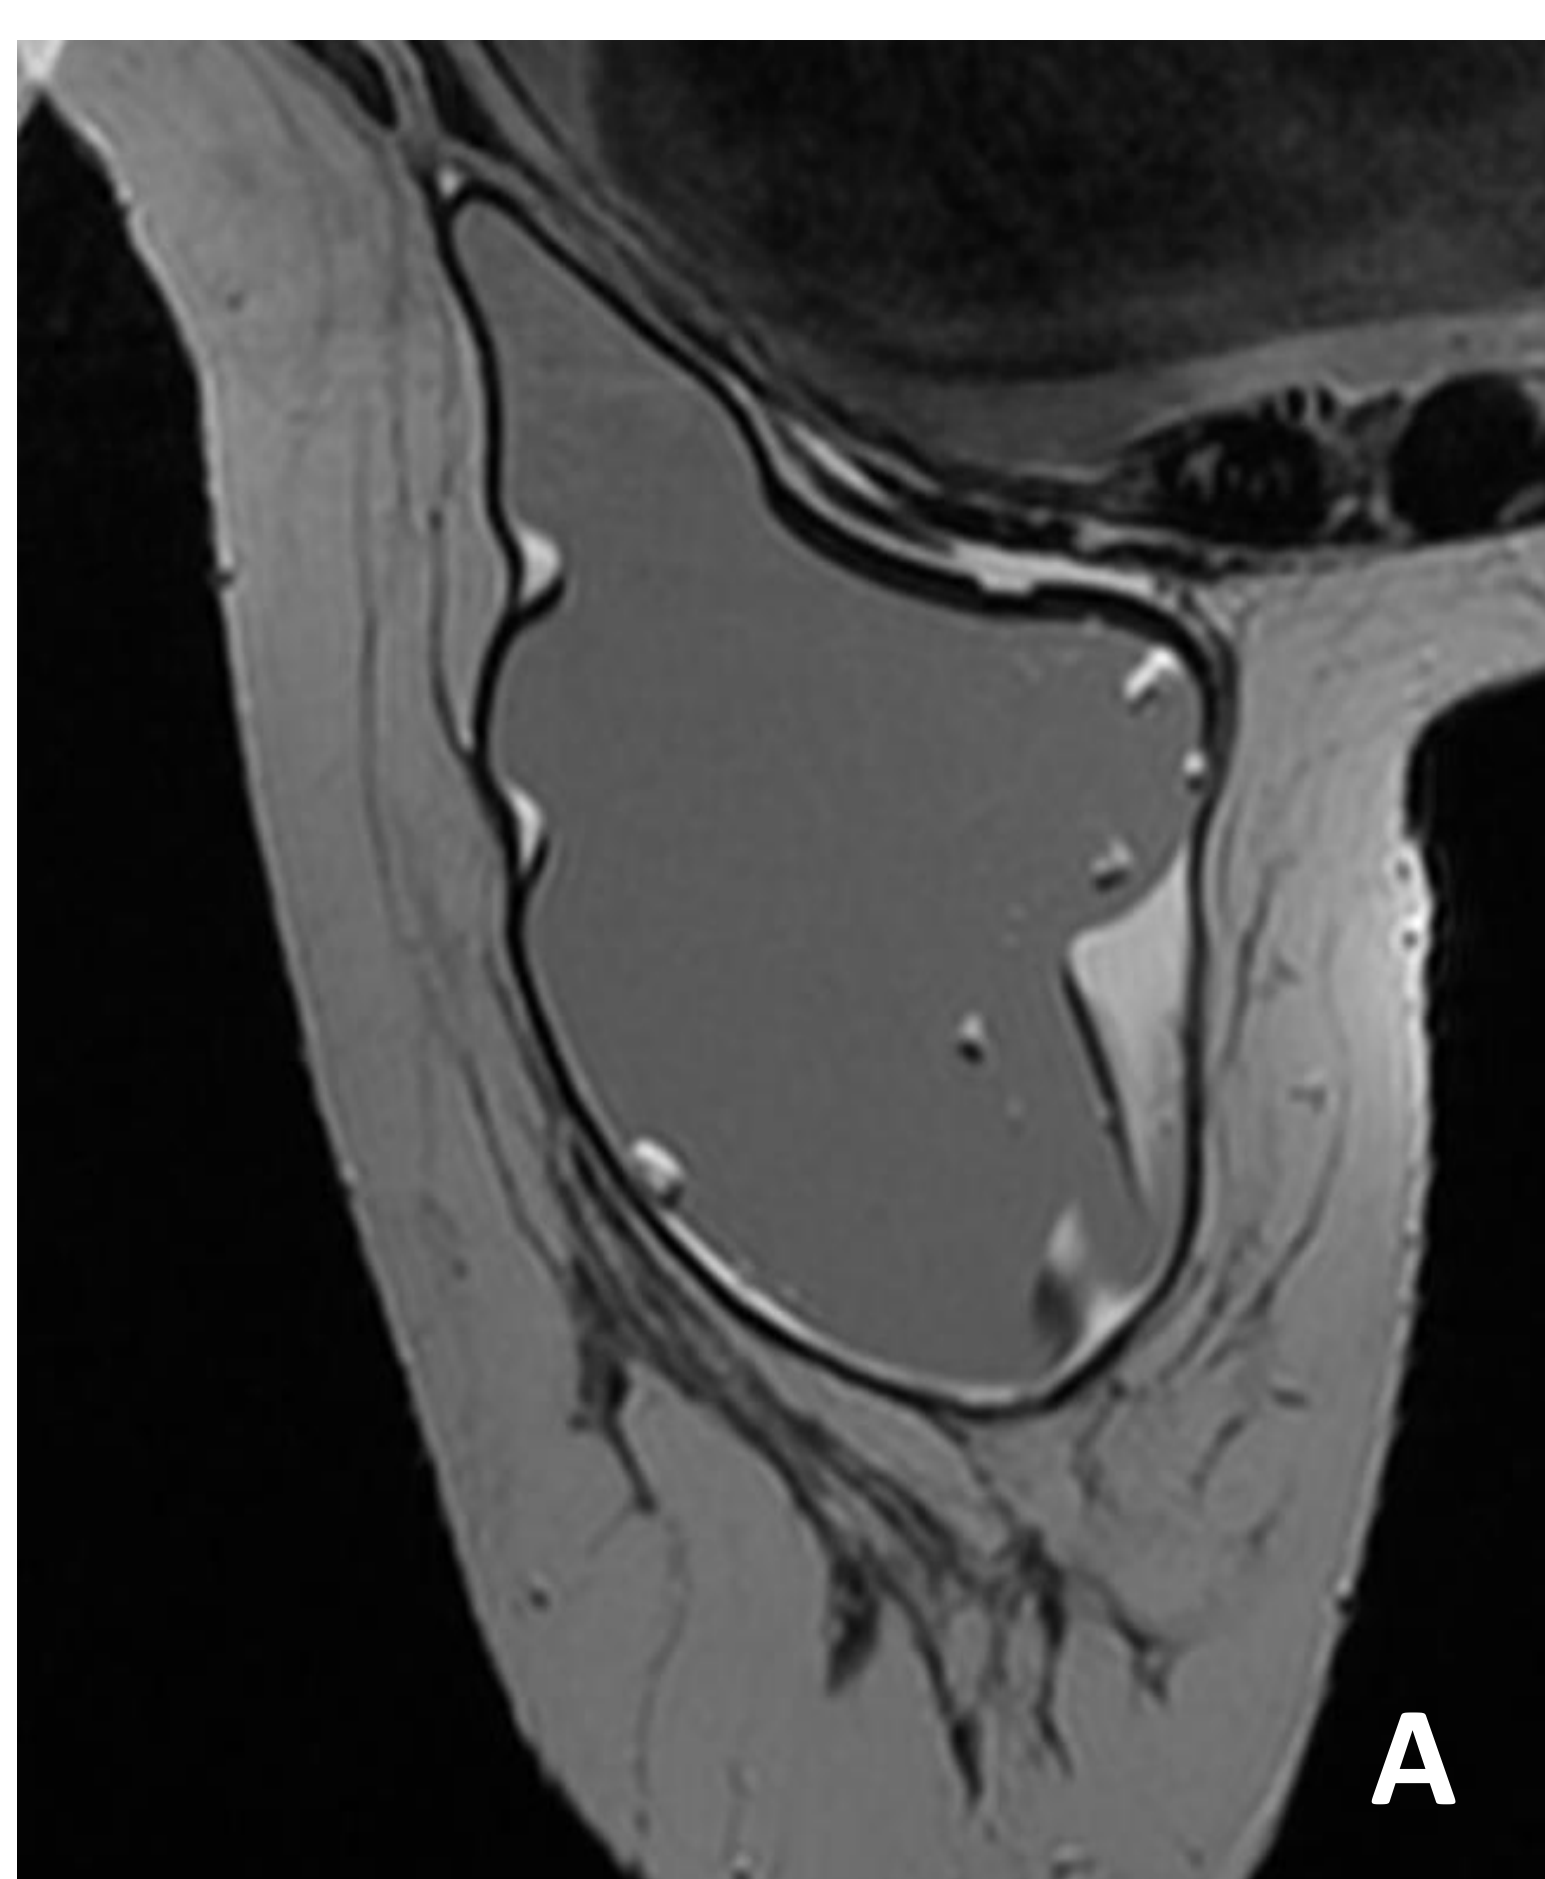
A) Imagen de RM mamaria ponderada en T2 de paciente con prótesis de mama de silicona retroglándular. Focos de hiperintensidad en la prótesis "signo de la gota de aceite" que sugieren rotura intracapsular. Se identifican números pliegues en la envoltura y presencia de líquido periimplante. Existe un pliegue radial prominente en la vertiente medial que apoya el diagnóstico de rotura.
